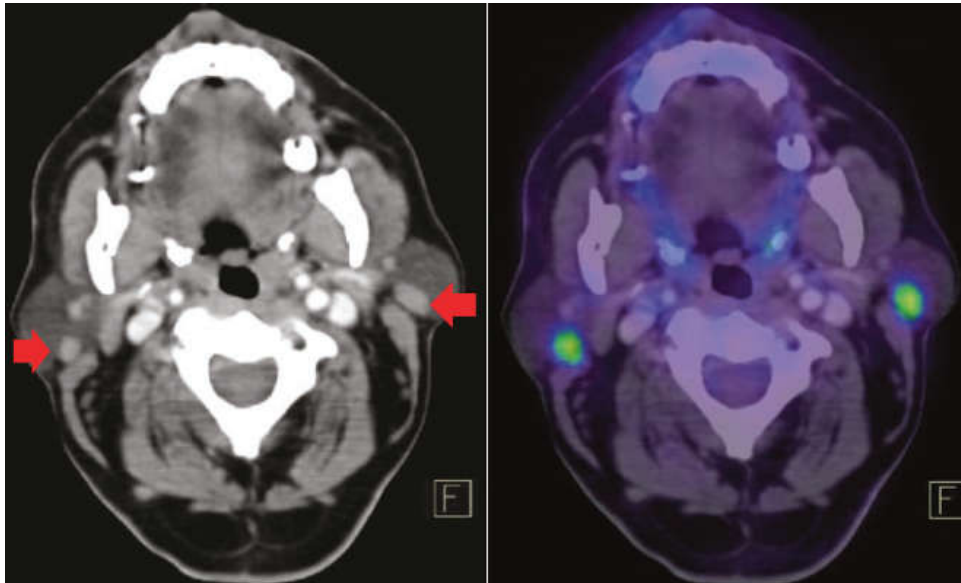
Kết quả ^{18}F -FDG PET/CT dương tính giả do hạch viêm phản ứng: hình ảnh hạch nhóm IIA phải tăng nhẹ chuyển hóa FDG (vị trí mũi tên) ở BN UTTG biệt hóa sau phẫu thuật có Tg 3,6 ng/ml. Tổn thương được xác định là hạch viêm phản ứng sau chọc hút kim nhỏ[90].
